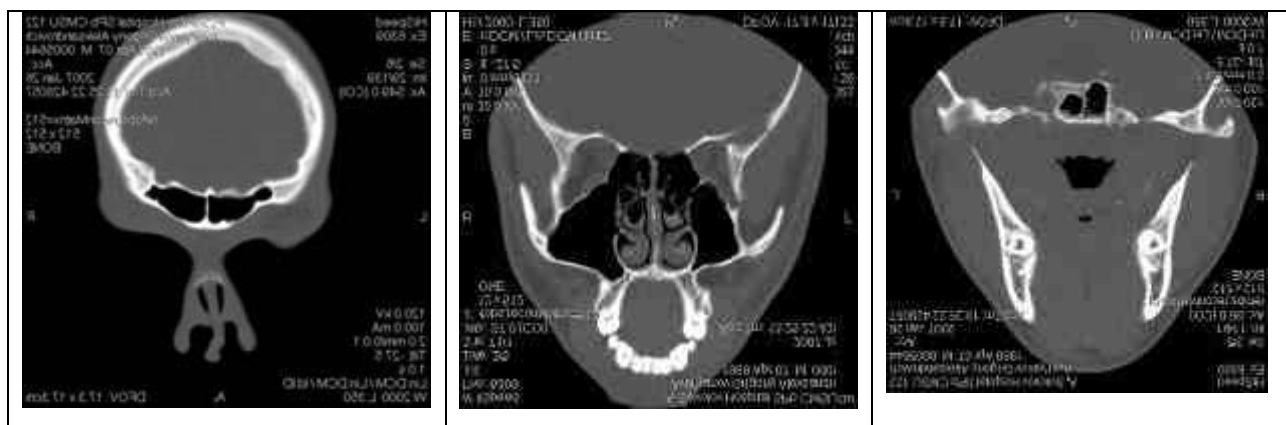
Компьютерные томограммы пациента А.Г., 18 лет
